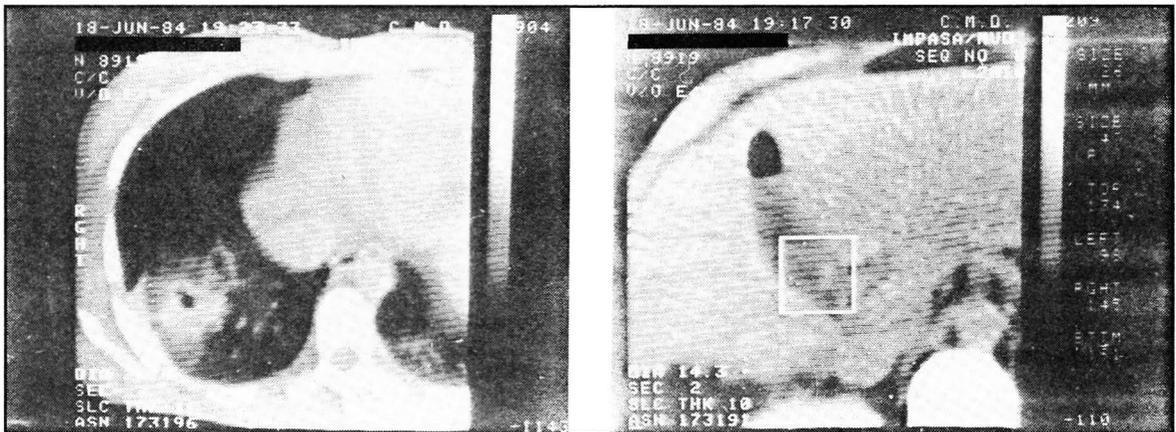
Tomografía Axial Computada de control al mes de la cuarta intervención. Sector posterior del lóbulo derecho modificado. Adherencia diafragmática. Aerobilia. Caverna residual de la base pulmonar derecha.
